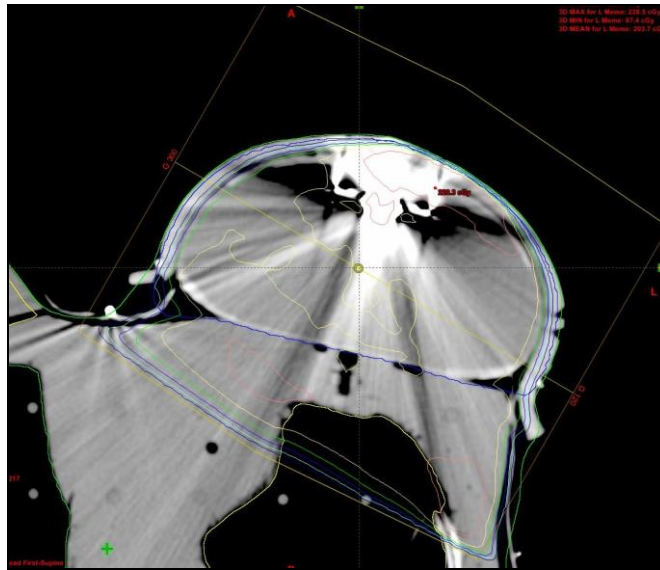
Meme Expanderinin 1 cm bolus malzemesi ile BT çekimi
